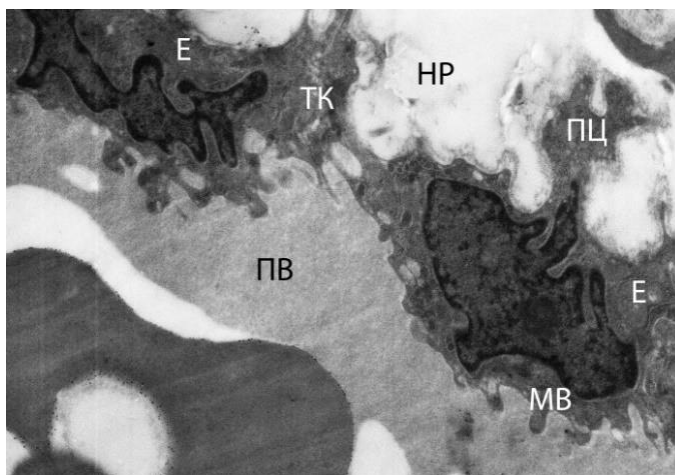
Гидроцеле сроком 4 года. Резкое нарушение структуры эндотелия вены субмезотелиального слоя париетальной пластинки влагалищной оболочки яичка. Резко изрезанные контуры эндотелиоцитов и их ядер, на люминальной поверхности большое количество микровыростов цитоплазмы, содержащих многочисленные пиноцитозные пузырьки и вакуоли, на адлюминальной поверхности выраженные протрузии цитоплазмы. Е - эндотелиоцит, МВ - микроворсинки, ТК - трансцеллюлярный канал, ПВ - просвет вены, ПЦ - протрузии цитоплазмы, НР - отечная жидкость. Электронограмма. УВ. $\times 8000$.
